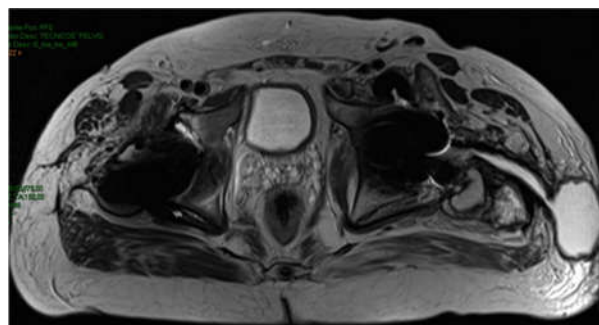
Resonancia magnética (corte axial) en la que se evidencia una colección vs. masa inflamatoria dependiente de la articulación coxofemoral izquierda con la que se comunica a través de una fístula.
